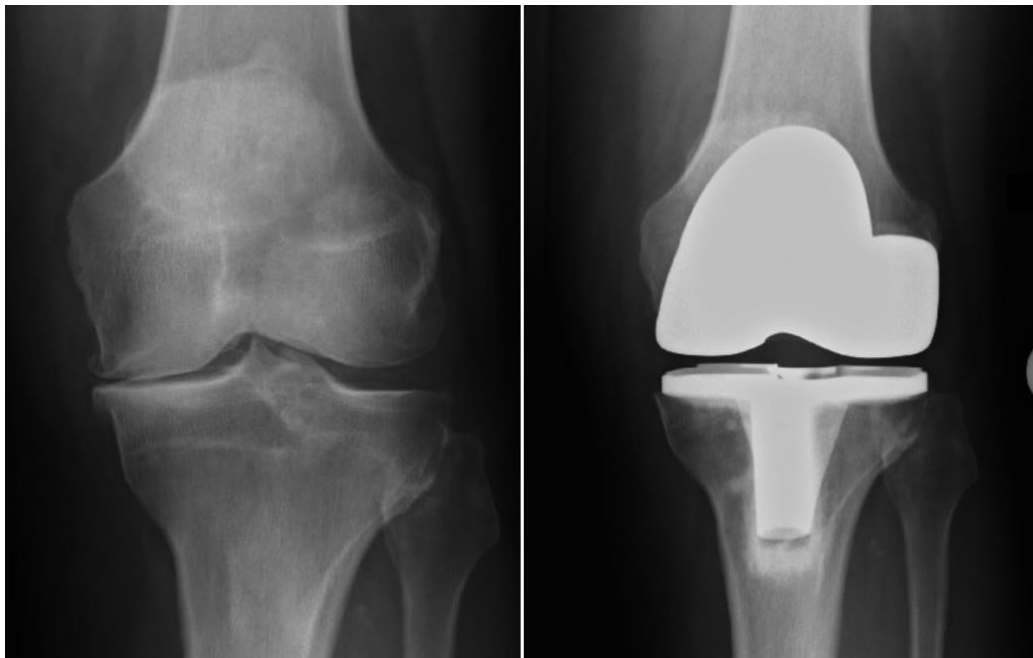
präoperative Röntgenaufnahme einer Pangonarthrose (l), postoperative Aufnahme einer bikondylären Knieendoprothese (r) (49)
